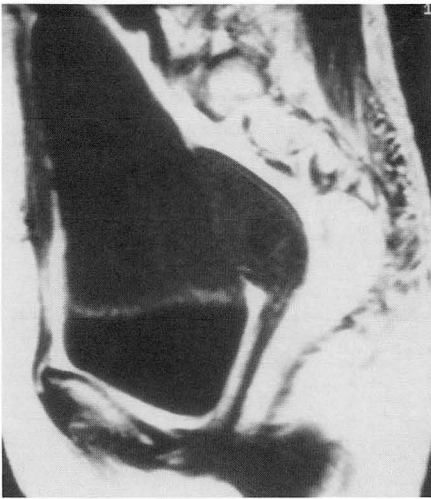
Sagittal T1-weighted MR image shows a large mass located superior to the urinary bladder and anterior to the uterus and extended to the level of umbilicus. This mass has low signal intensity(A). Sagittal T2-weighted MR image shows heterogenous high signal intensity (B) and Gd-enhanced sagittal T1-weighted MR image shows heterogeneous enhancement(C).
